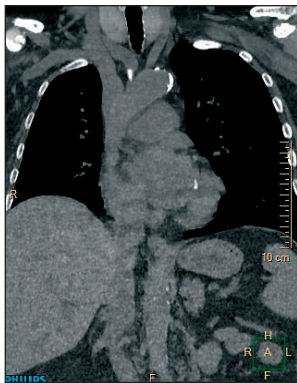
Мультиспиральная КТ органов грудной клетки
